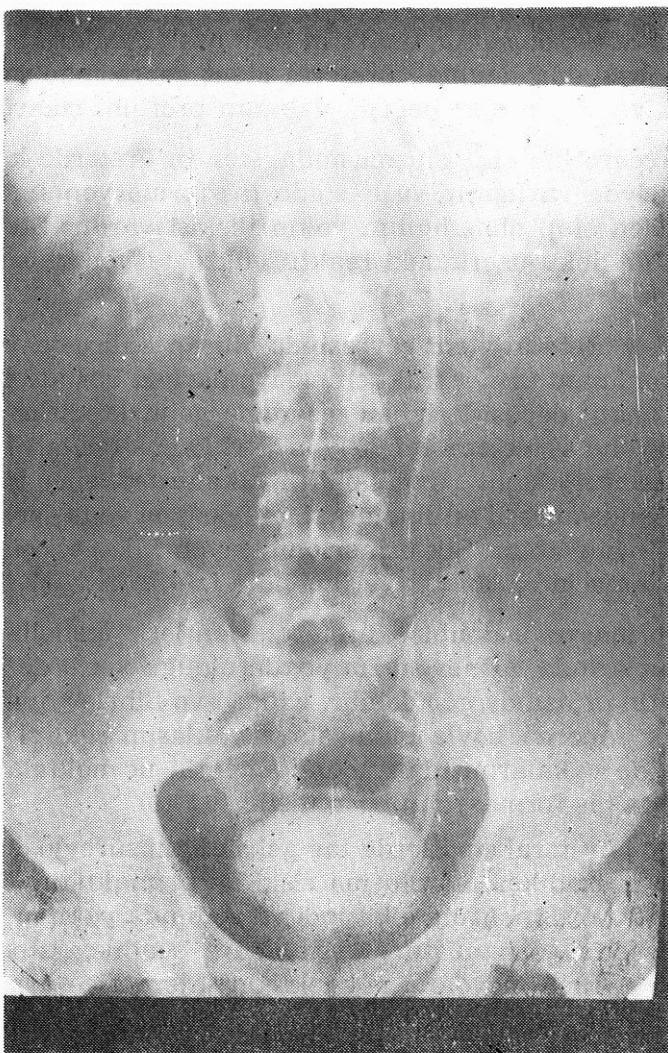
Sol soliter böbrekte stentin üst ve alt ucundaki taş formasyonu gösteren DÜS grafisi.
